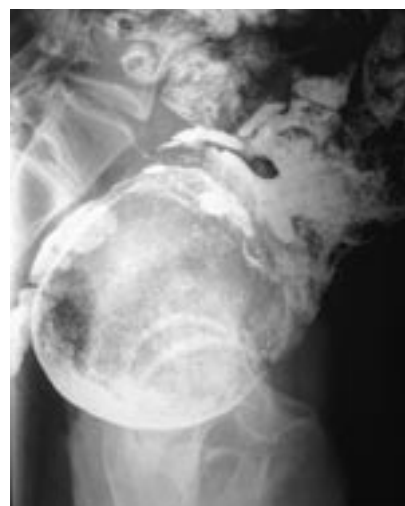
Рентгеноконтрастное исследование ЖКТ через 71 ч после перорального приема бариевой взвеси. Прицельный снимок в боковой проекции. Видны расширенные петли сигмовидной кишки, заполненные контрастным веществом. В дистальном, резко расширенном отделе сигмовидной кишки – большой дефект наполнения, обусловленный гигантским кишечным камнем
